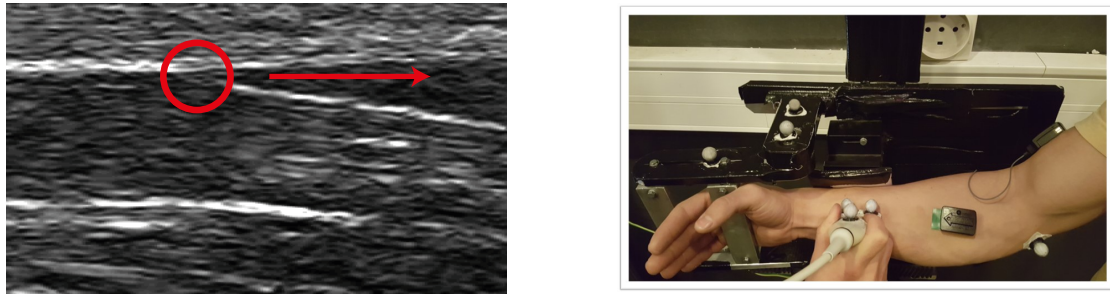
Exemple d’une image échographique de la jonction myo-tendineuse représenté par le point rouge. Au cours d’une contraction, le raccourcissement s’effectue dans le sens de la flèche. Dispositif expérimental pour une position à 0°. La sonde est placée au niveau de la jonction de FCR. Les EMGs apparents sont ceux d’FCR et d’ECR, la référence de l’électrode étant sur le bras. On voit aussi les trois marqueurs de la sonde et de l’ergomètre, ainsi que celui placé sur l’épicondyle médial du coude.
